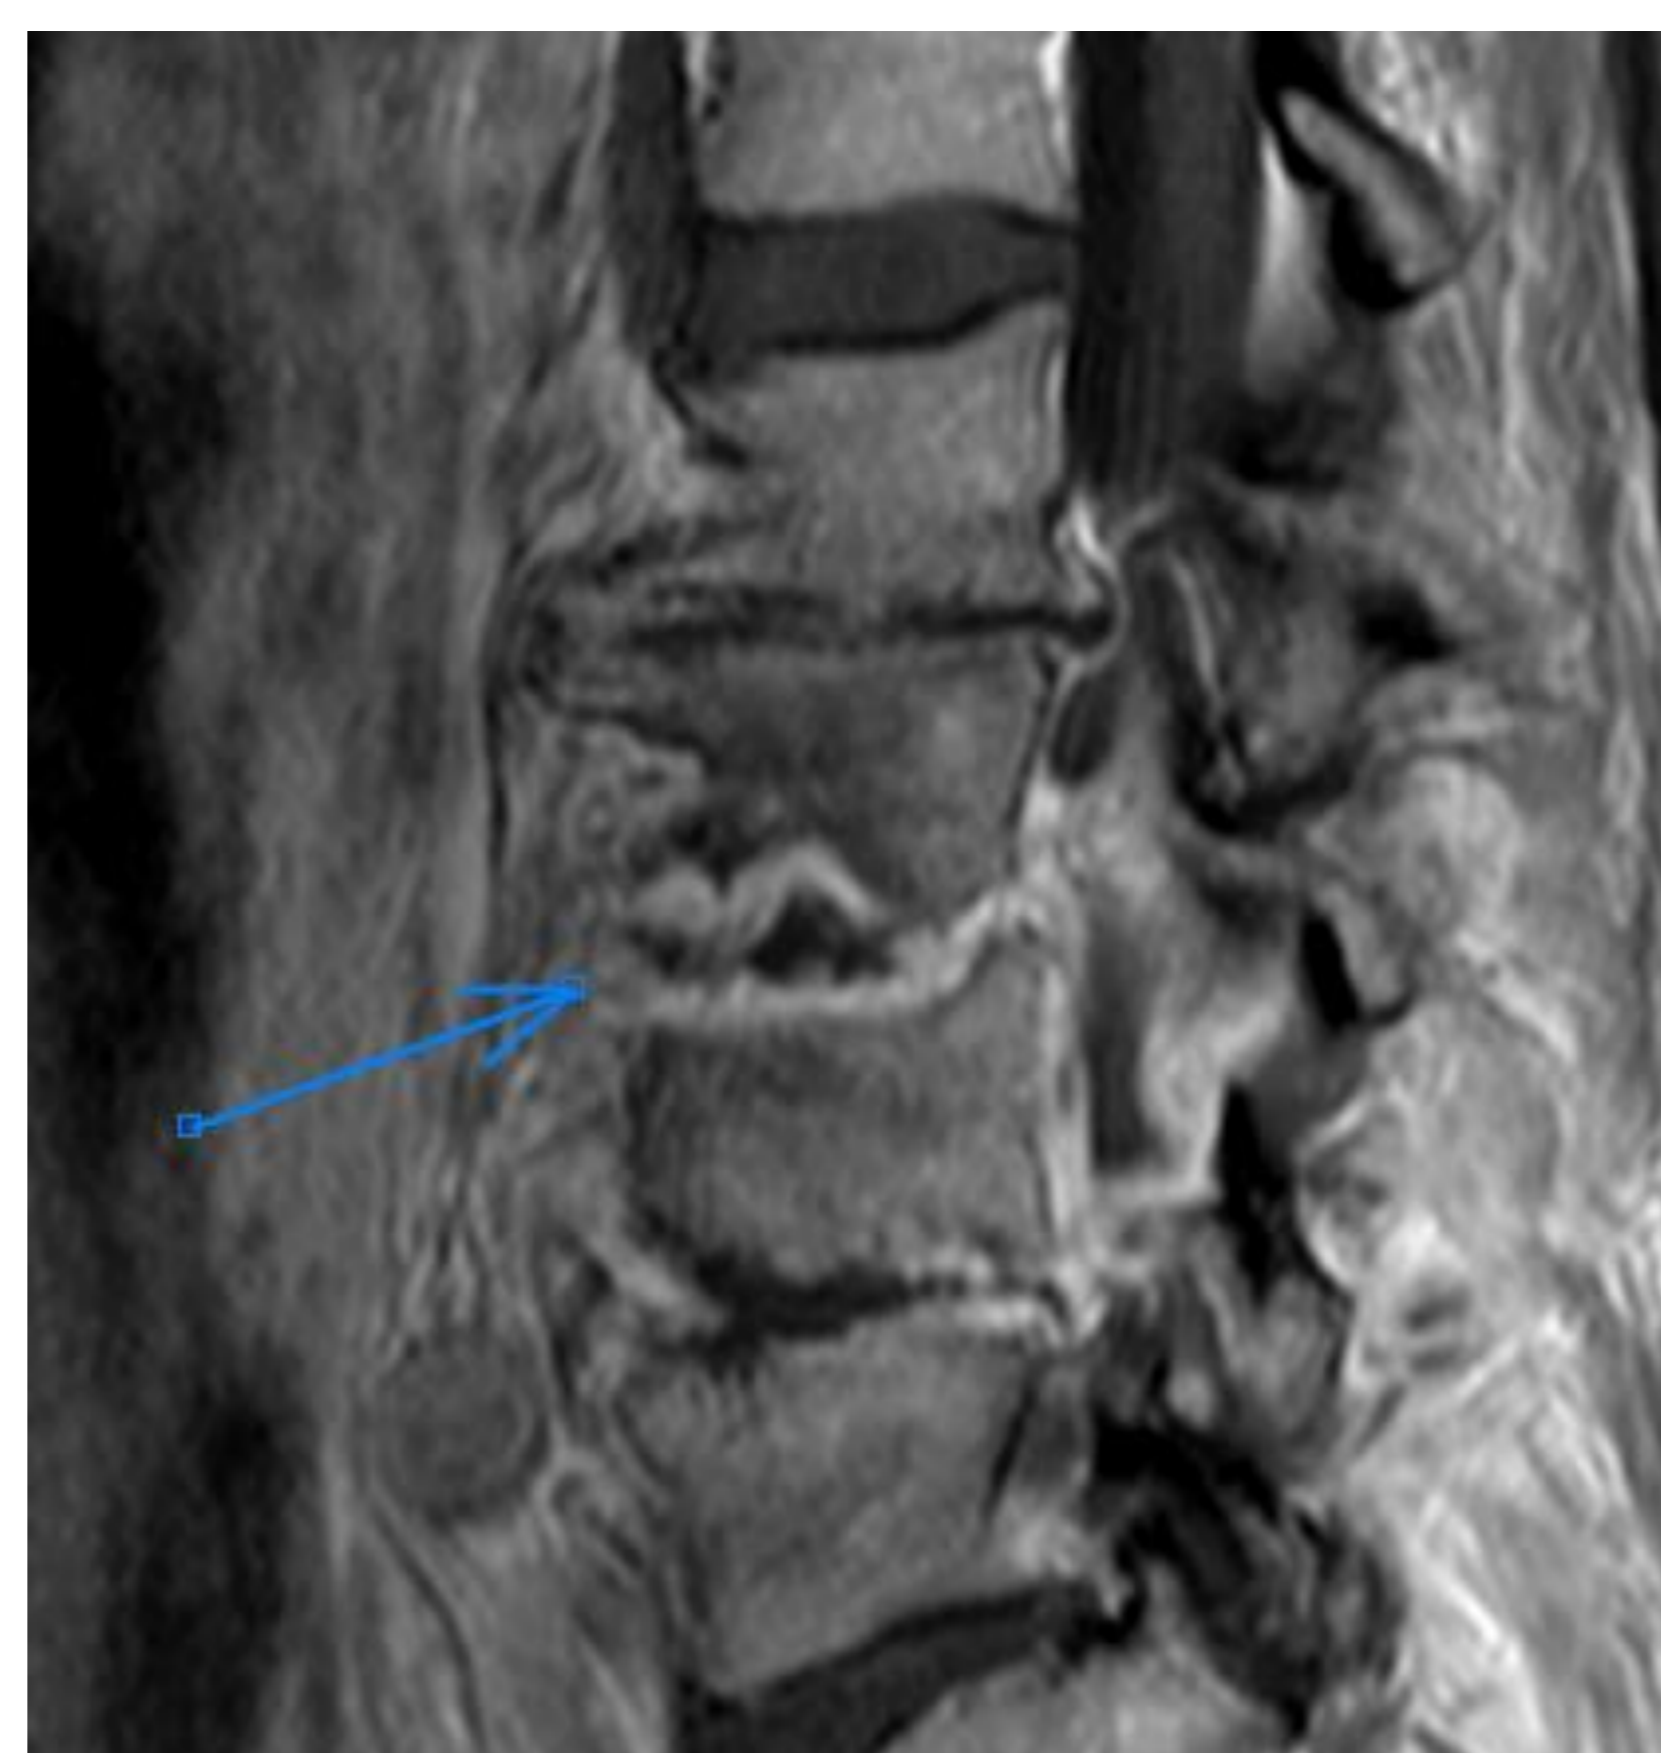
RM de columna dorsal, secuencias T1, T2 Dixon y T1 + civ. Aumento de señal del disco intervertebral D6-D7 con edema óseo en muy probable relación con espondilodiscitis, Se acompaña de un discreto realce perivertebral alrededor en ambas vertebrales así como de una colección epidural anterior con extensión lateral izquierda centrada en el espacio discal. Dicha colección contacta con el cordón medular y lo comprime ligeramente (imagen de la derecha).
